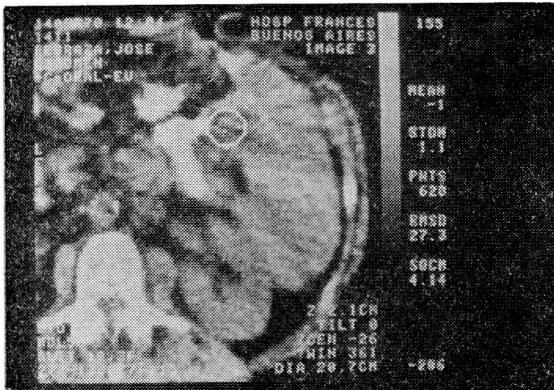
Tomografía computada. Colección subfrénica.
